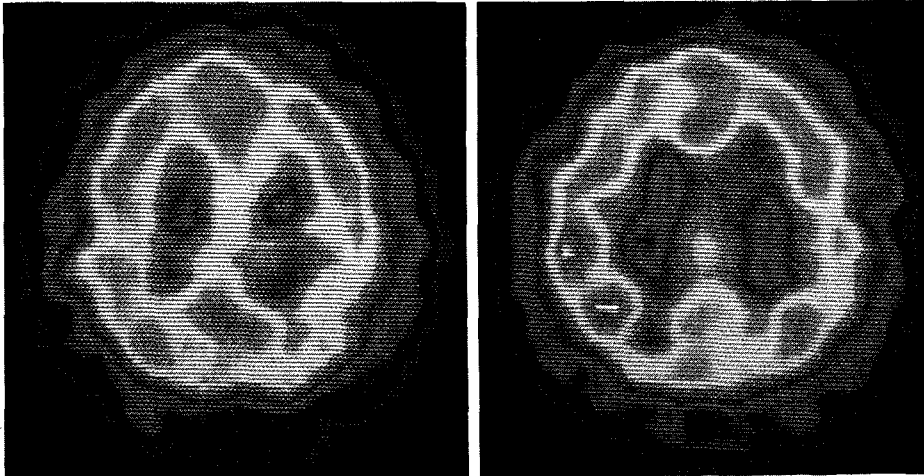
SPECT transverse images of basal state (left) and Matas test (right) in a patient with subarachnoid hemorrhage and giant left ICA aneurysm. There is area of reduced uptake in the left parietal area on the basal image. No significant flow decrease is shown on the image during Matas test.
